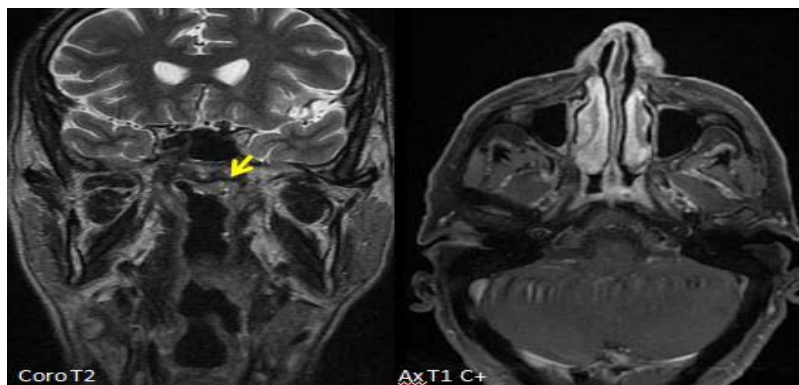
IRM du cavum chez un patient âgé de 19 ans subjectivant la présence d'un épaississement de la paroi supéro latérale gauche du cavum bien limité sans extension locorégionale classé T1 [66].
